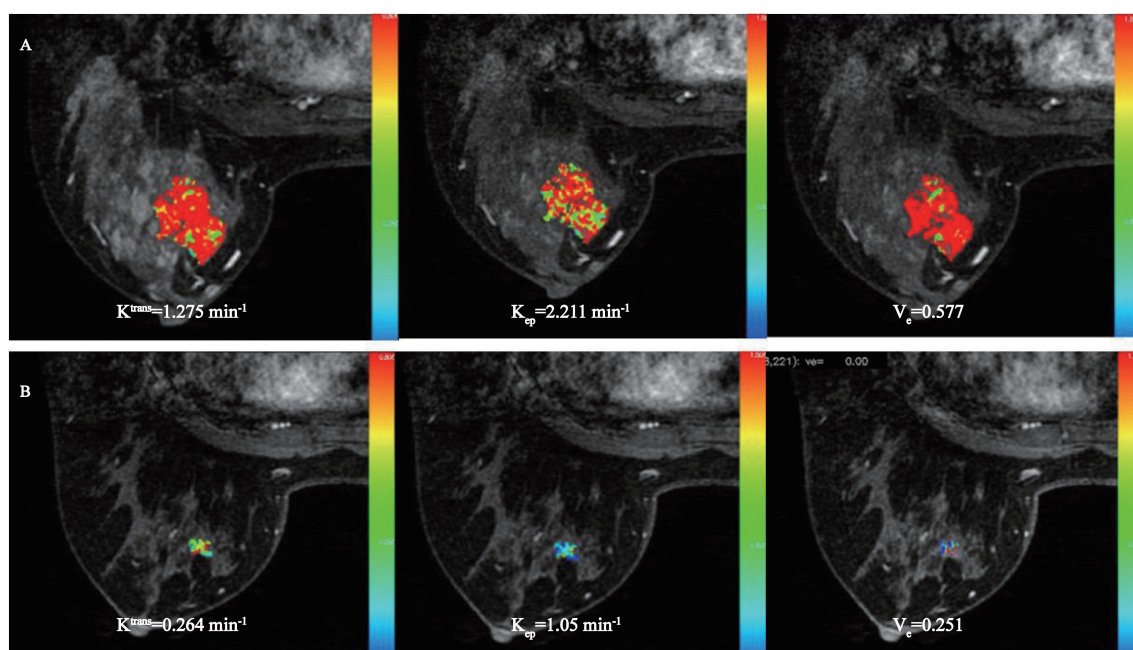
治疗有效组DCE-MRI各定量参数值的变化
